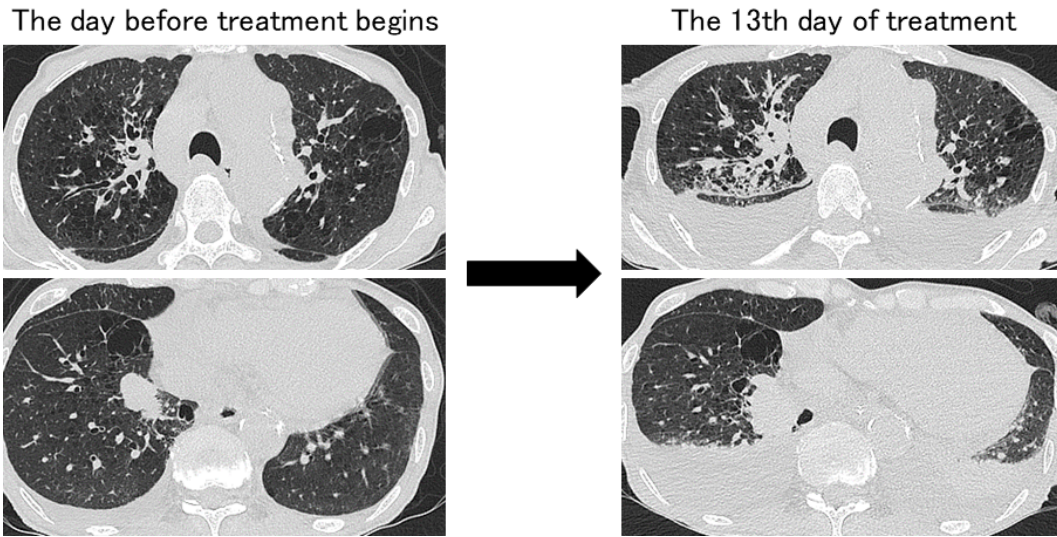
Chest and abdominal computed tomography (CT) after the 13th day of immunotherapy showing an increase in the size of the primary tumor, bilateral pleural effusion, and broad interstitium thickening in comparison to the CT image one day prior to immunotherapy.
